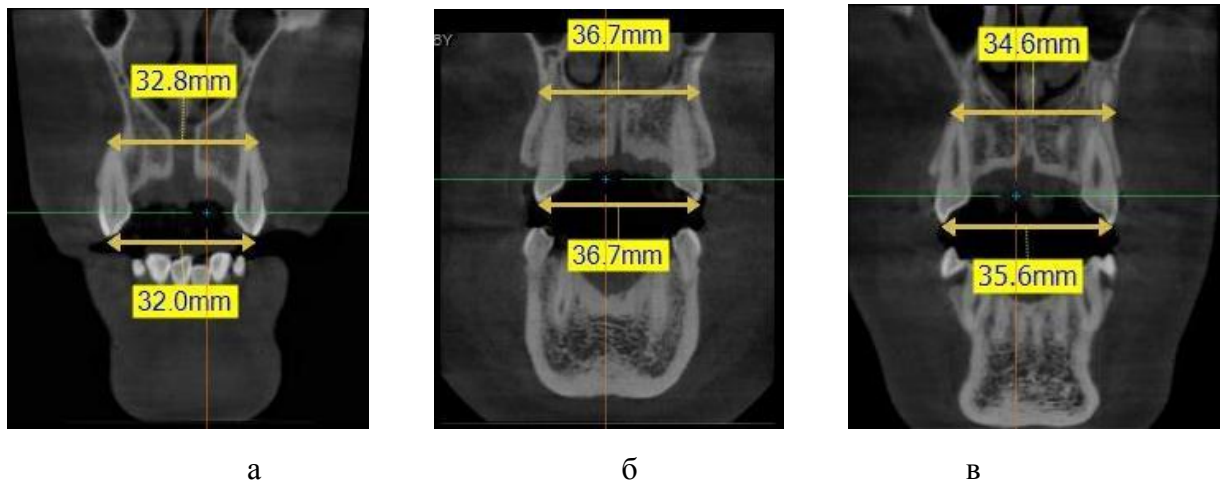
Взаимосвязь размеров апикального базиса и межклыкового расстояния у людей с зубными дугами ретрузионного (а), мезотрузионного (б) и протрузионного (в) типов
